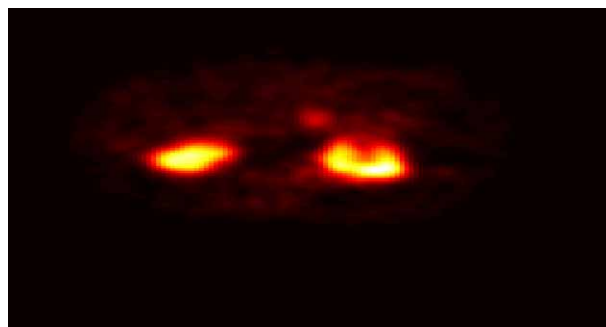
Imagen SPECT mostrando un corte transversal con información de la distribución de actividad en el paciente.
